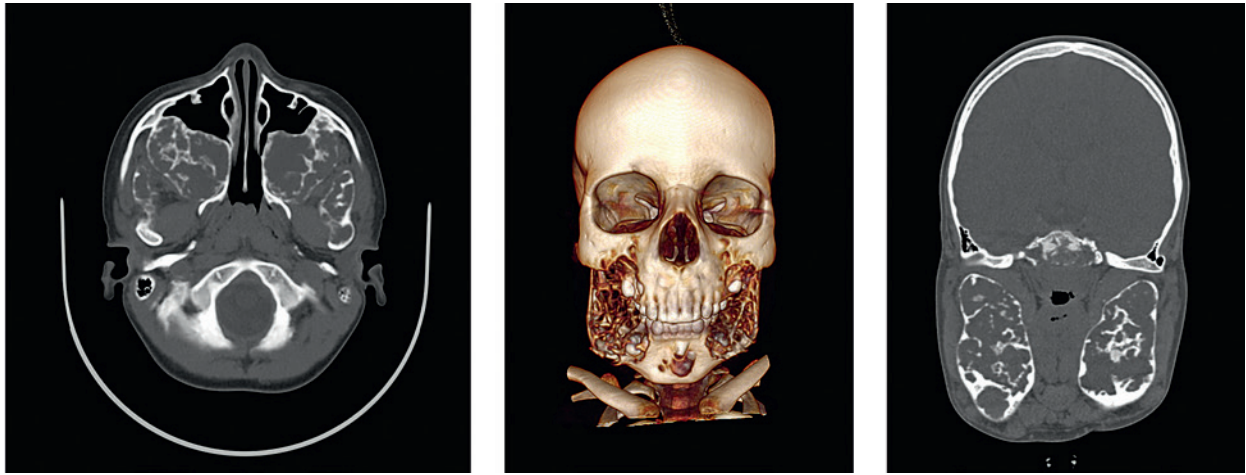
Гигантоклеточная репаративная гранулема верхней и нижней челюстей (херувизм) у мальчика Б. 8 лет. КТ с трехмерной реконструкцией
